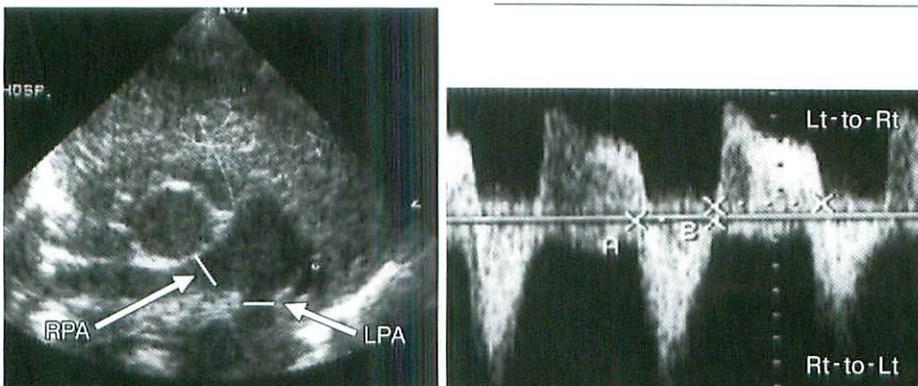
a: Ultrasound image of right pulmonary artery (RPA) and left pulmonary artery (LPA)
